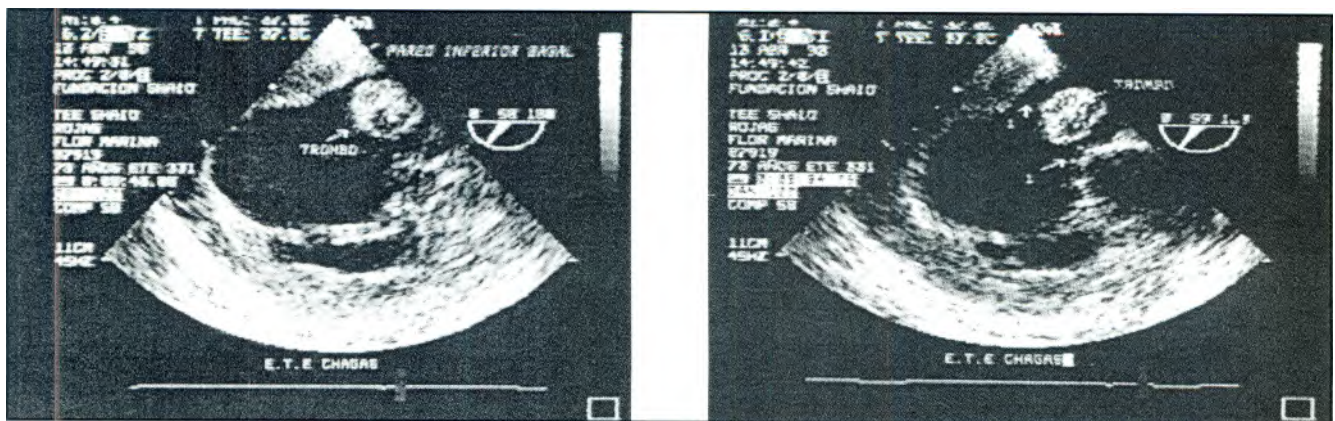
Aneurisma de la pared inferior con trombo intracavitario documentado por ecocardiograma TE, en una paciente con diagnóstico de cardiomiopatía chagásica.
